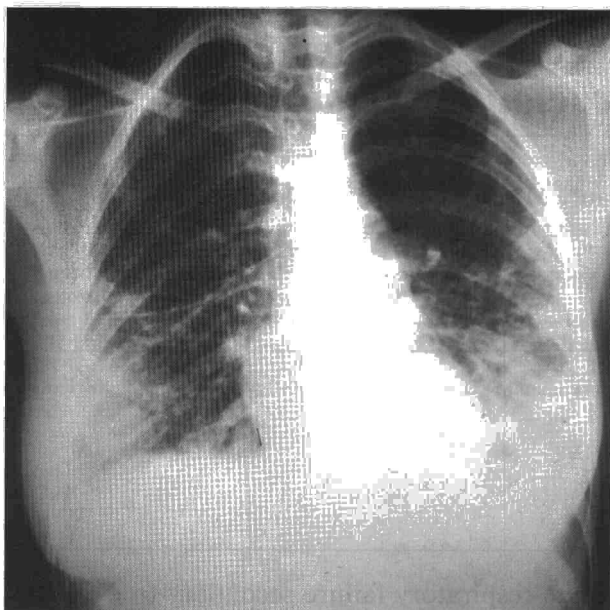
Radiografía de tórax. Patrón alveolointerstial en ambos campos pulmonares inferiores, con obliteración de senos costodiafrágicos y borramiento de ambos diafragmas.
